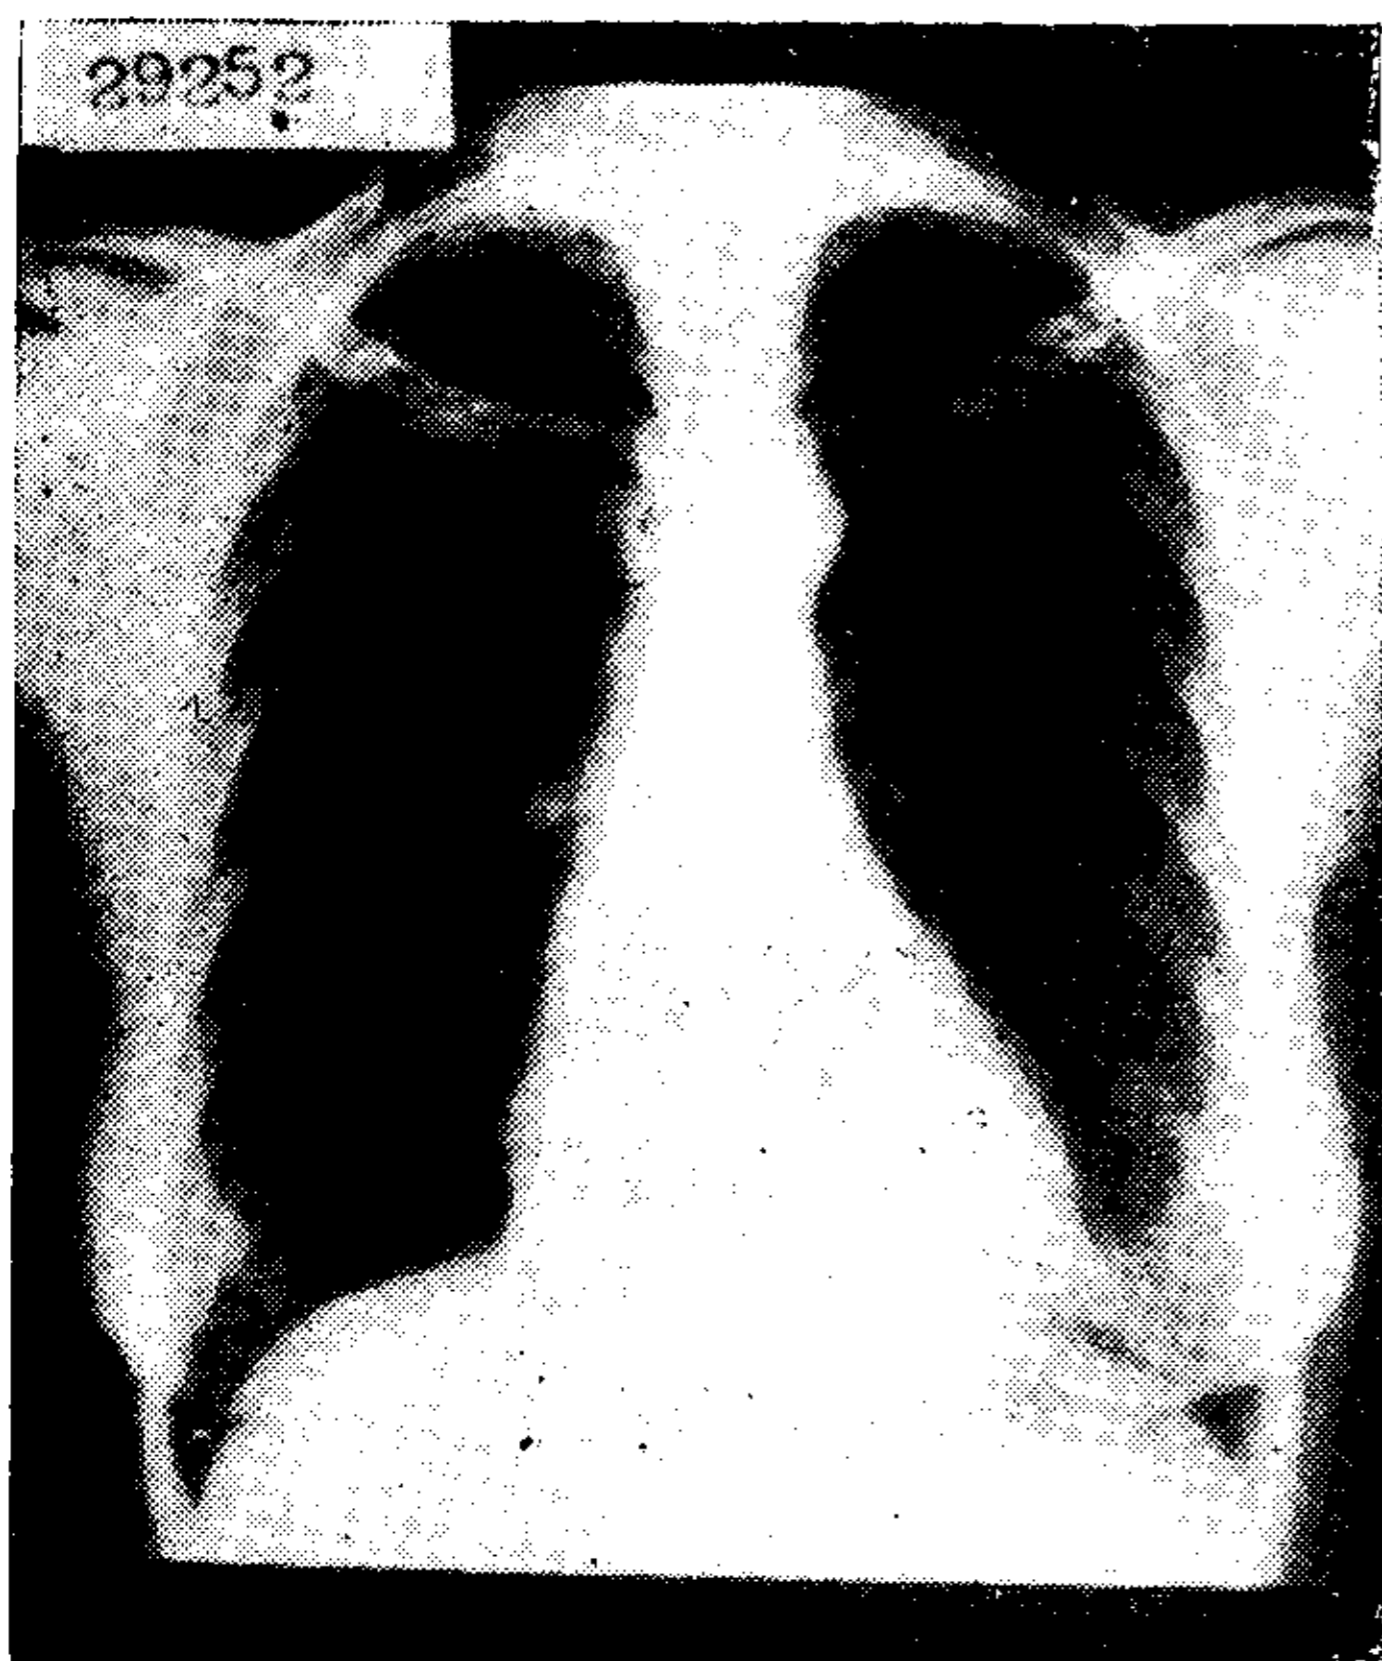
Telerradiografía de tórax inicial. Moderada saliencia del botón aórtico y arco ventricular izquierdo en el límite.
